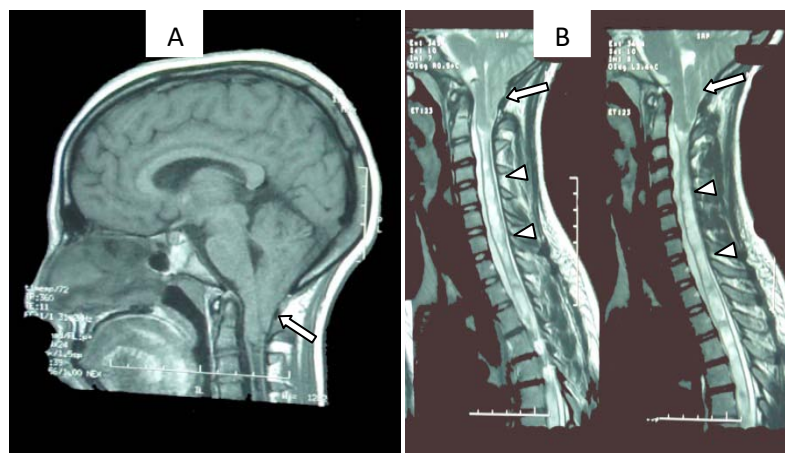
IRM cérébrale T1 sagittale (A) et médullaire T2 sagittale (B) objectivant une MCH type I (flèche) et une cavité syringomyélique (tête de flèche) chez une fille de 14 ans qui présente un syndrome tétra pyramidal.
